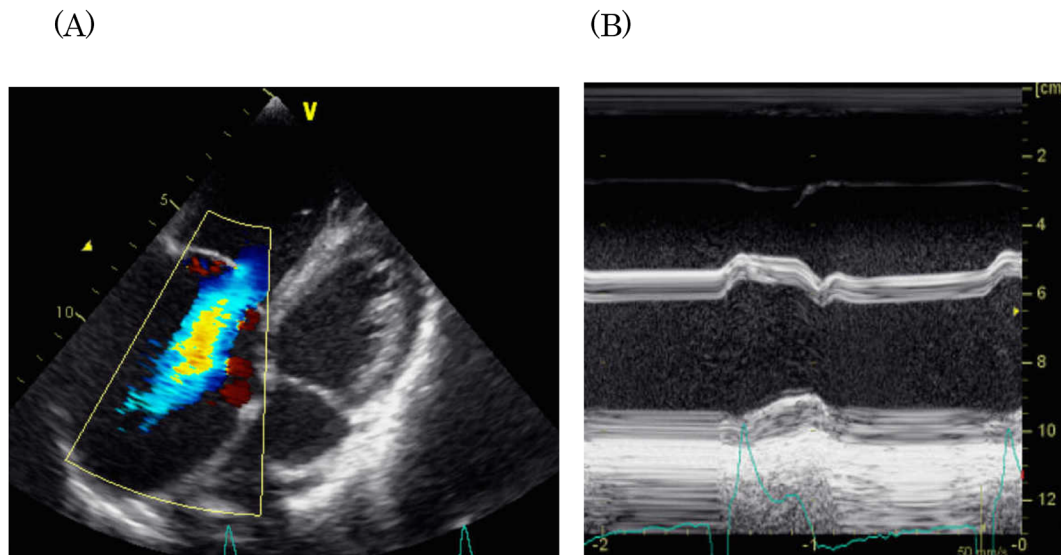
Echocardiogram on admission
